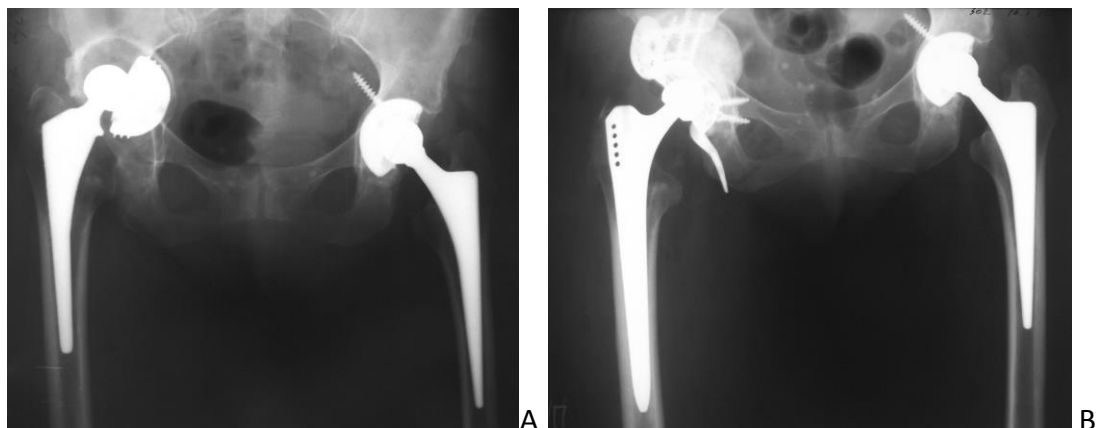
А. Рентгенограмма пациентки К. 63 лет. Нестабильность вертлужного компонента эндопротеза правого тазобедренного сустава (эндопротез ЭСИ). В. Рентгенограмма после ревизии, выполнена костная пластика дна вертлужной впадины губчатыми аллотрансплантатами, установлено реконструктивное кольцо типа Бурх-Шнайдера и полиэтиленовая чашка ЭСИ.
